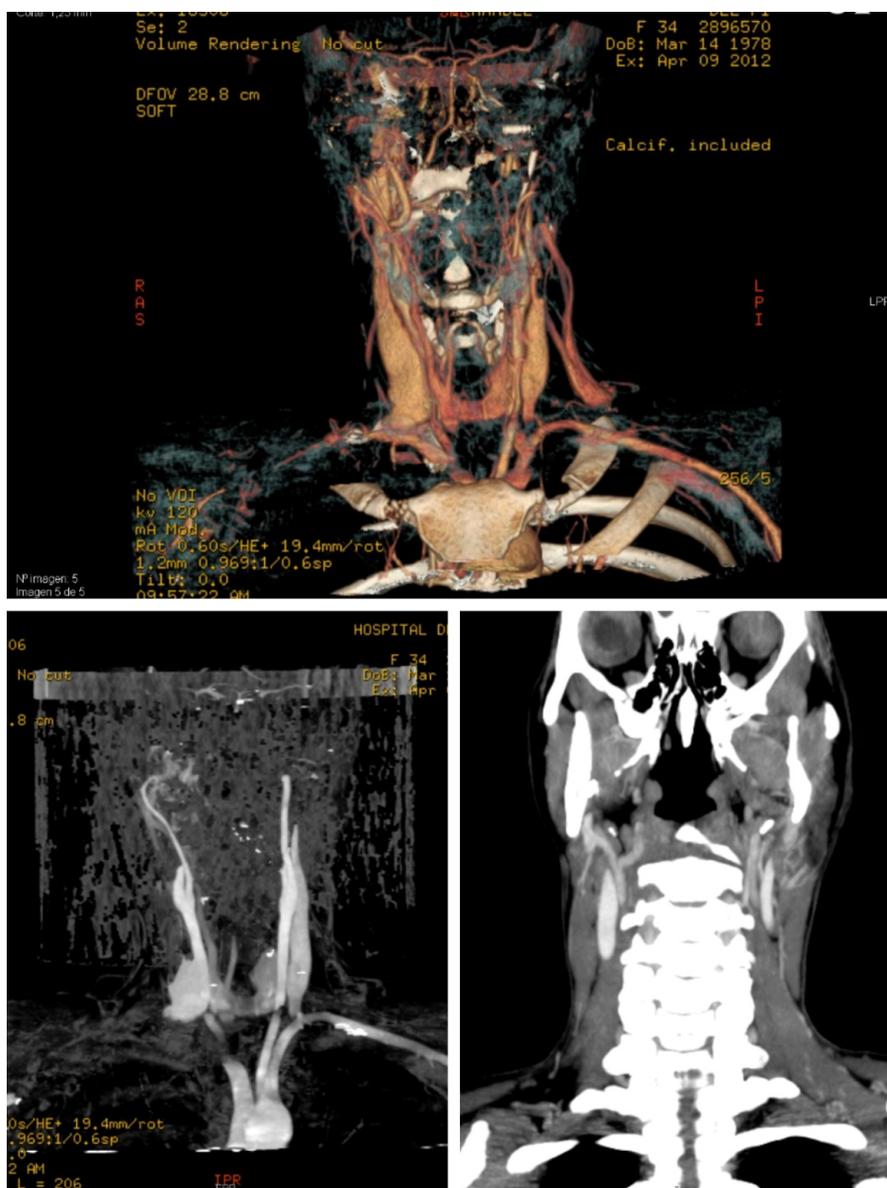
A: angiografía preoperatoria contrastada en color en donde la lesión se percibe claramente. B: angiografía preoperatoria contrastada en blanco y negro en donde la lesión se percibe claramente. C: angio-TC de control después de más de 10 años mostrando ausencia de patología.
